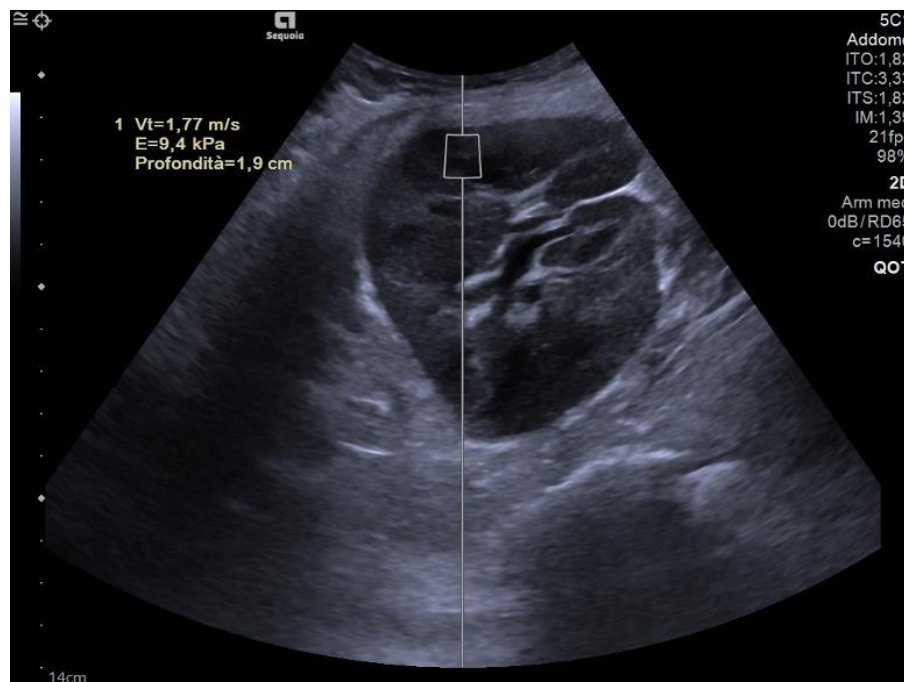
Acquisizione dei dati elastosonografici con tecnica ARFI in un rene nativo. La ROI (*region of interest*) è stata posizionata in corrispondenza della regione corticale del rene destro di un volontario, in questa immagine in sezione assiale; l'analisi dimostra che i parametri elastosonografici rilevati sono quelli attesi per un soggetto adulto sano.
